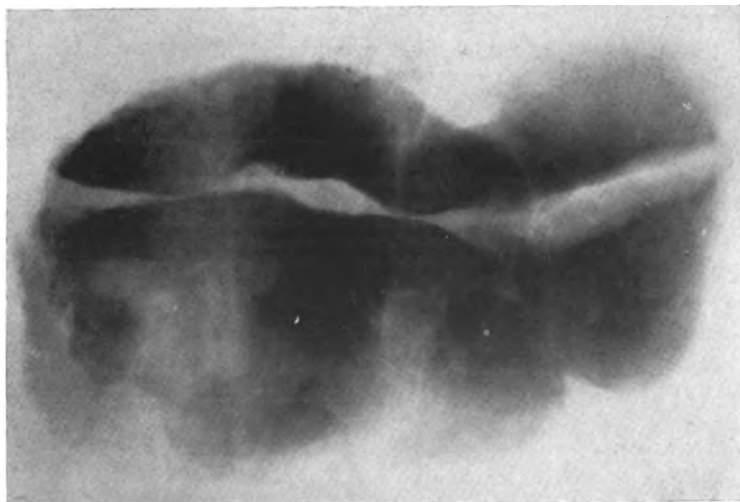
Radiographie du foie (pièce anatomique), dans un cas d'hépatospléno-graphie chez un malade atteint de tumeur rénale avec métastases hépatiques. Image lacunaire biloculaire du lobe droit. (Le trait blanc longitudinal est dû au fait que le foie a été coupé en deux.)
